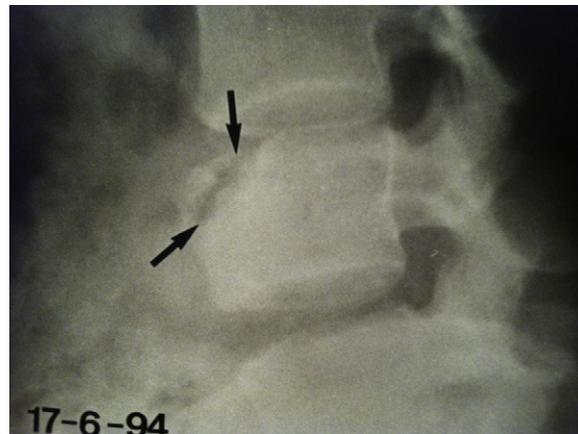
Radiografía lumbar a nivel de L3 donde se aprecia la imagen de «seudoartrosis» vertebral en la paciente con historia de traumatismo previo.
